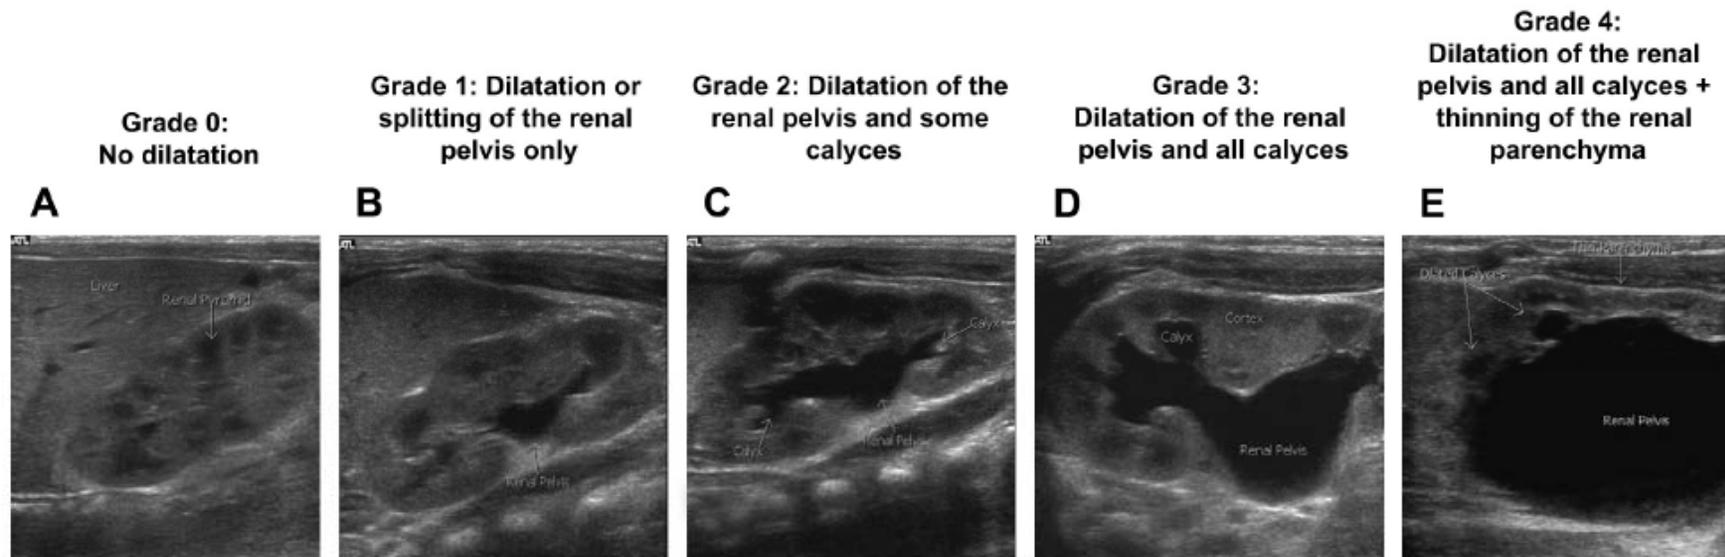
(A–E) SFU hydronephrosis grading scale. (Adapted from Fernbach SK, Maizels M, Conway JJ. Ultrasound grading of hydronephrosis: introduction to the system used by the Society for Fetal Urology. *Pediatr Radiol* 1993;23(6):478–80; with permission.)
